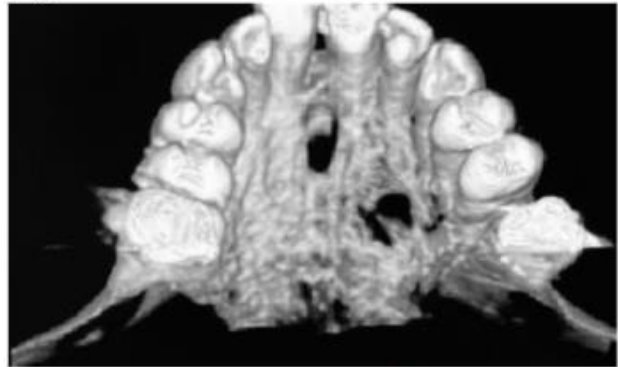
Imagem da tomografia computadorizada nos mostrando o comprometimento parcial da cortical palatino;
